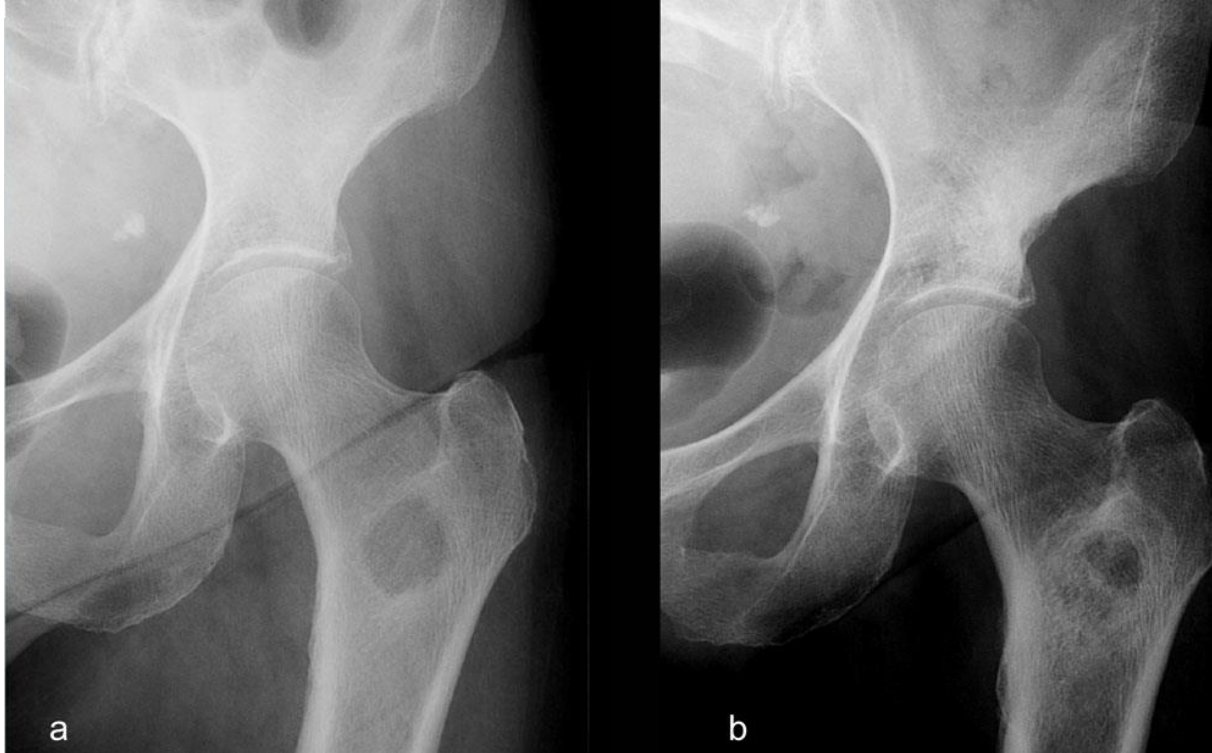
Radiographie de hanche gauche : Métastase d'un carcinome mammaire chez une patiente de 54 ans : (a) ostéolyse nette sans condensation marginale. (b) après traitement liseré d'ostéosclérose périphérique en faveur d'un bon répondeur. [57]
